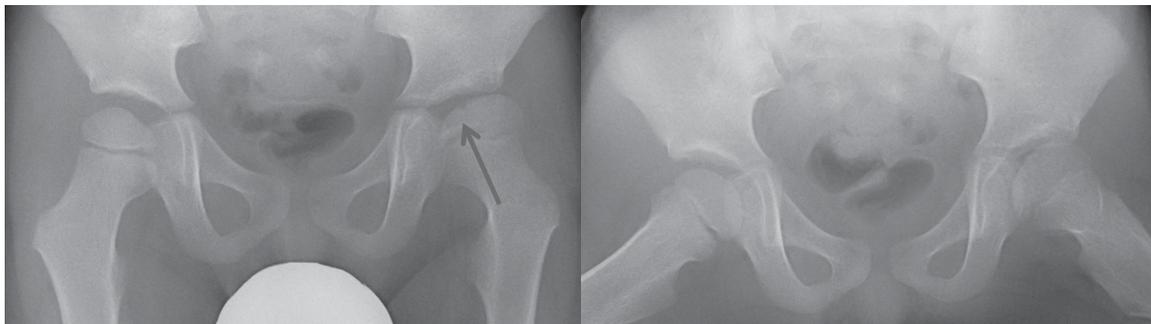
初診時単純X線(左:正面像, 右:最大外転外旋位像)
